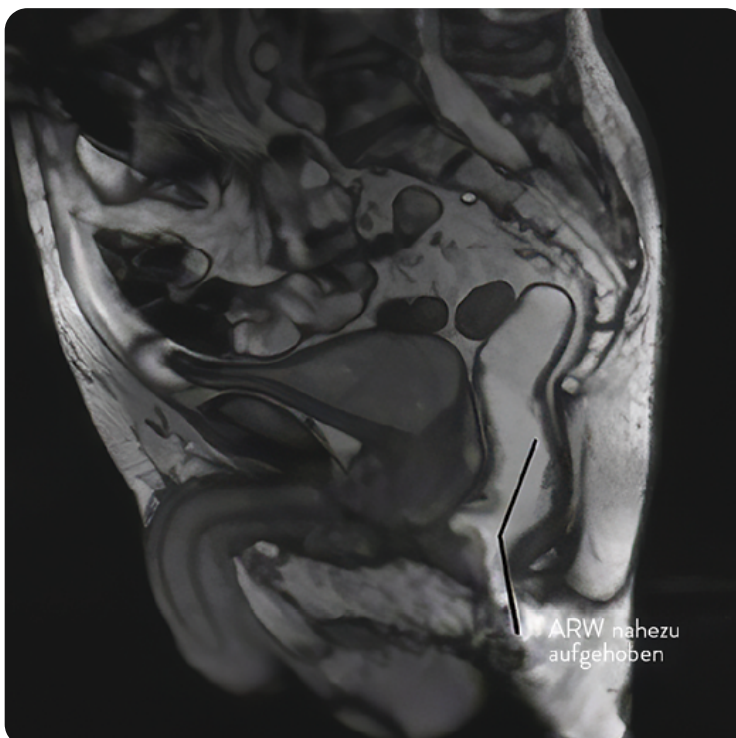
MRT-Defäkographie mit Descensus perinei und nahezu aufgehobenem anorektalen Winkel beim Mann.
